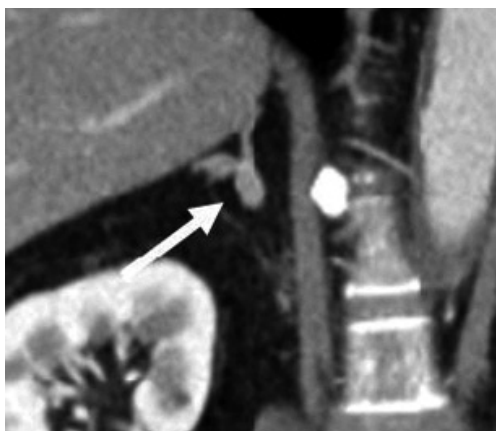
A 65-year-old male with adrenal adenoma in right adrenal gland (arrow), that was not found on abdominal ultrasonography, though it could be detected on contrast enhanced abdominal CT.
